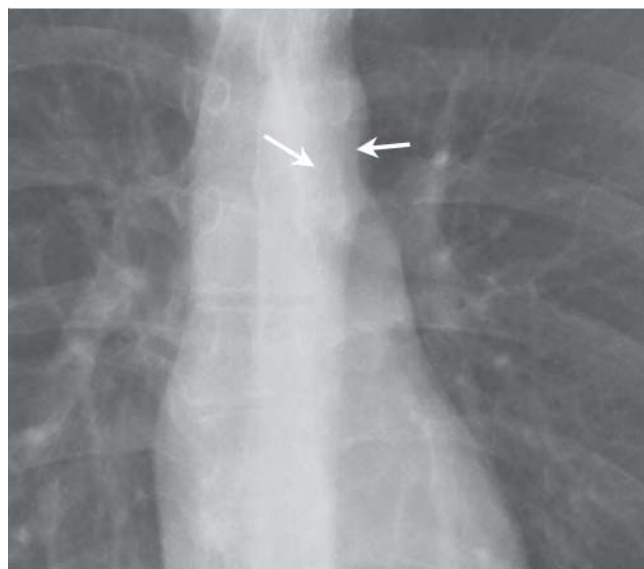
Ausschnittvergrößerung eines Röntgenbildes mit aortopulmonalem Fenster (Pfeile).
